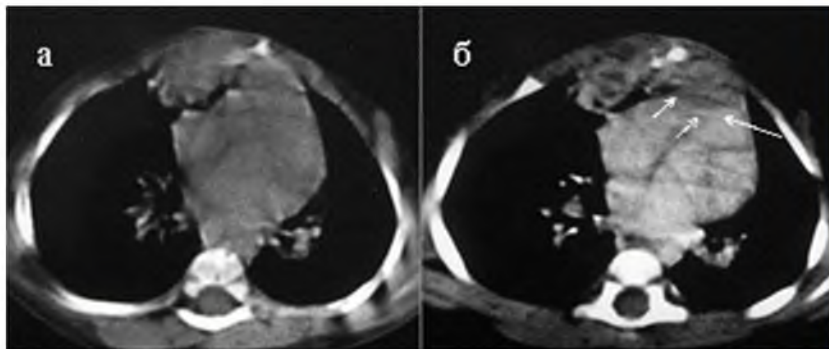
КТ при туберкулезе грудины у ребенка 1г. 3мес.
